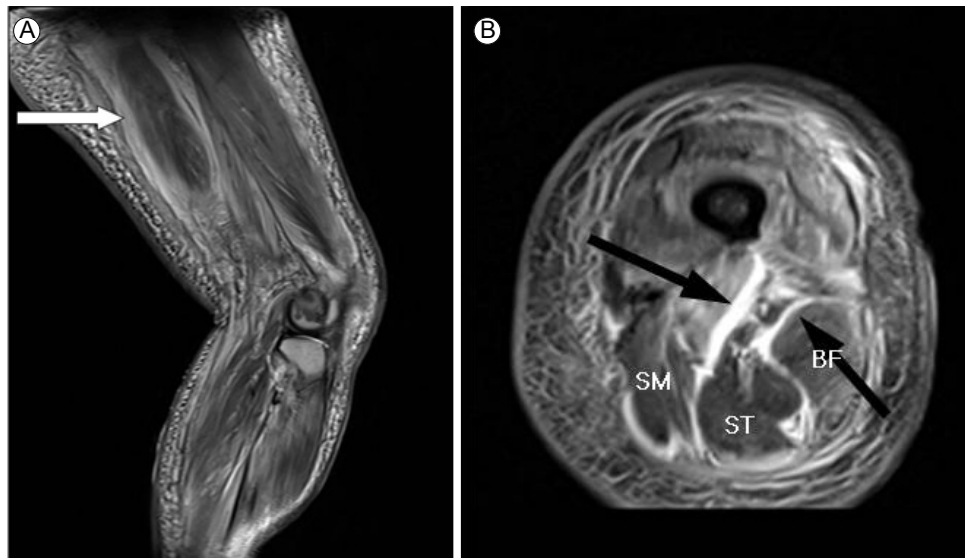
Left-thigh enhanced magnetic resonance imaging revealed marked diffuse reticular infiltration into the subcutaneous fat layer, and superficial fascial enhancement. In the sagittal plane (A), the fascia of the hamstrings was thickened and of abnormally high signal intensity (white arrow). In the transverse plane (B), the deep fascia of the hamstring muscles exhibited high-level signal enhancement (black arrows) without air or any abscess. Diffuse subcutaneous reticular enhancement was also apparent. In conclusion, the findings revealed developing necrotizing fasciitis of the left hamstrings combined with diffuse cellulitis MRI, magnetic resonance imaging; SM, semimembranosus; ST, semitendinosus; BF, biceps femoris.
